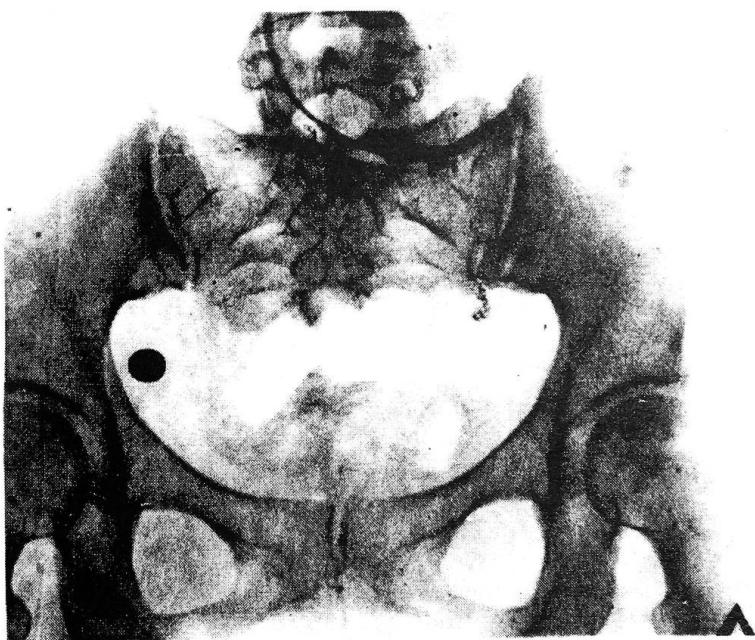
Рентгенограмма (пояснение - в тексте).
